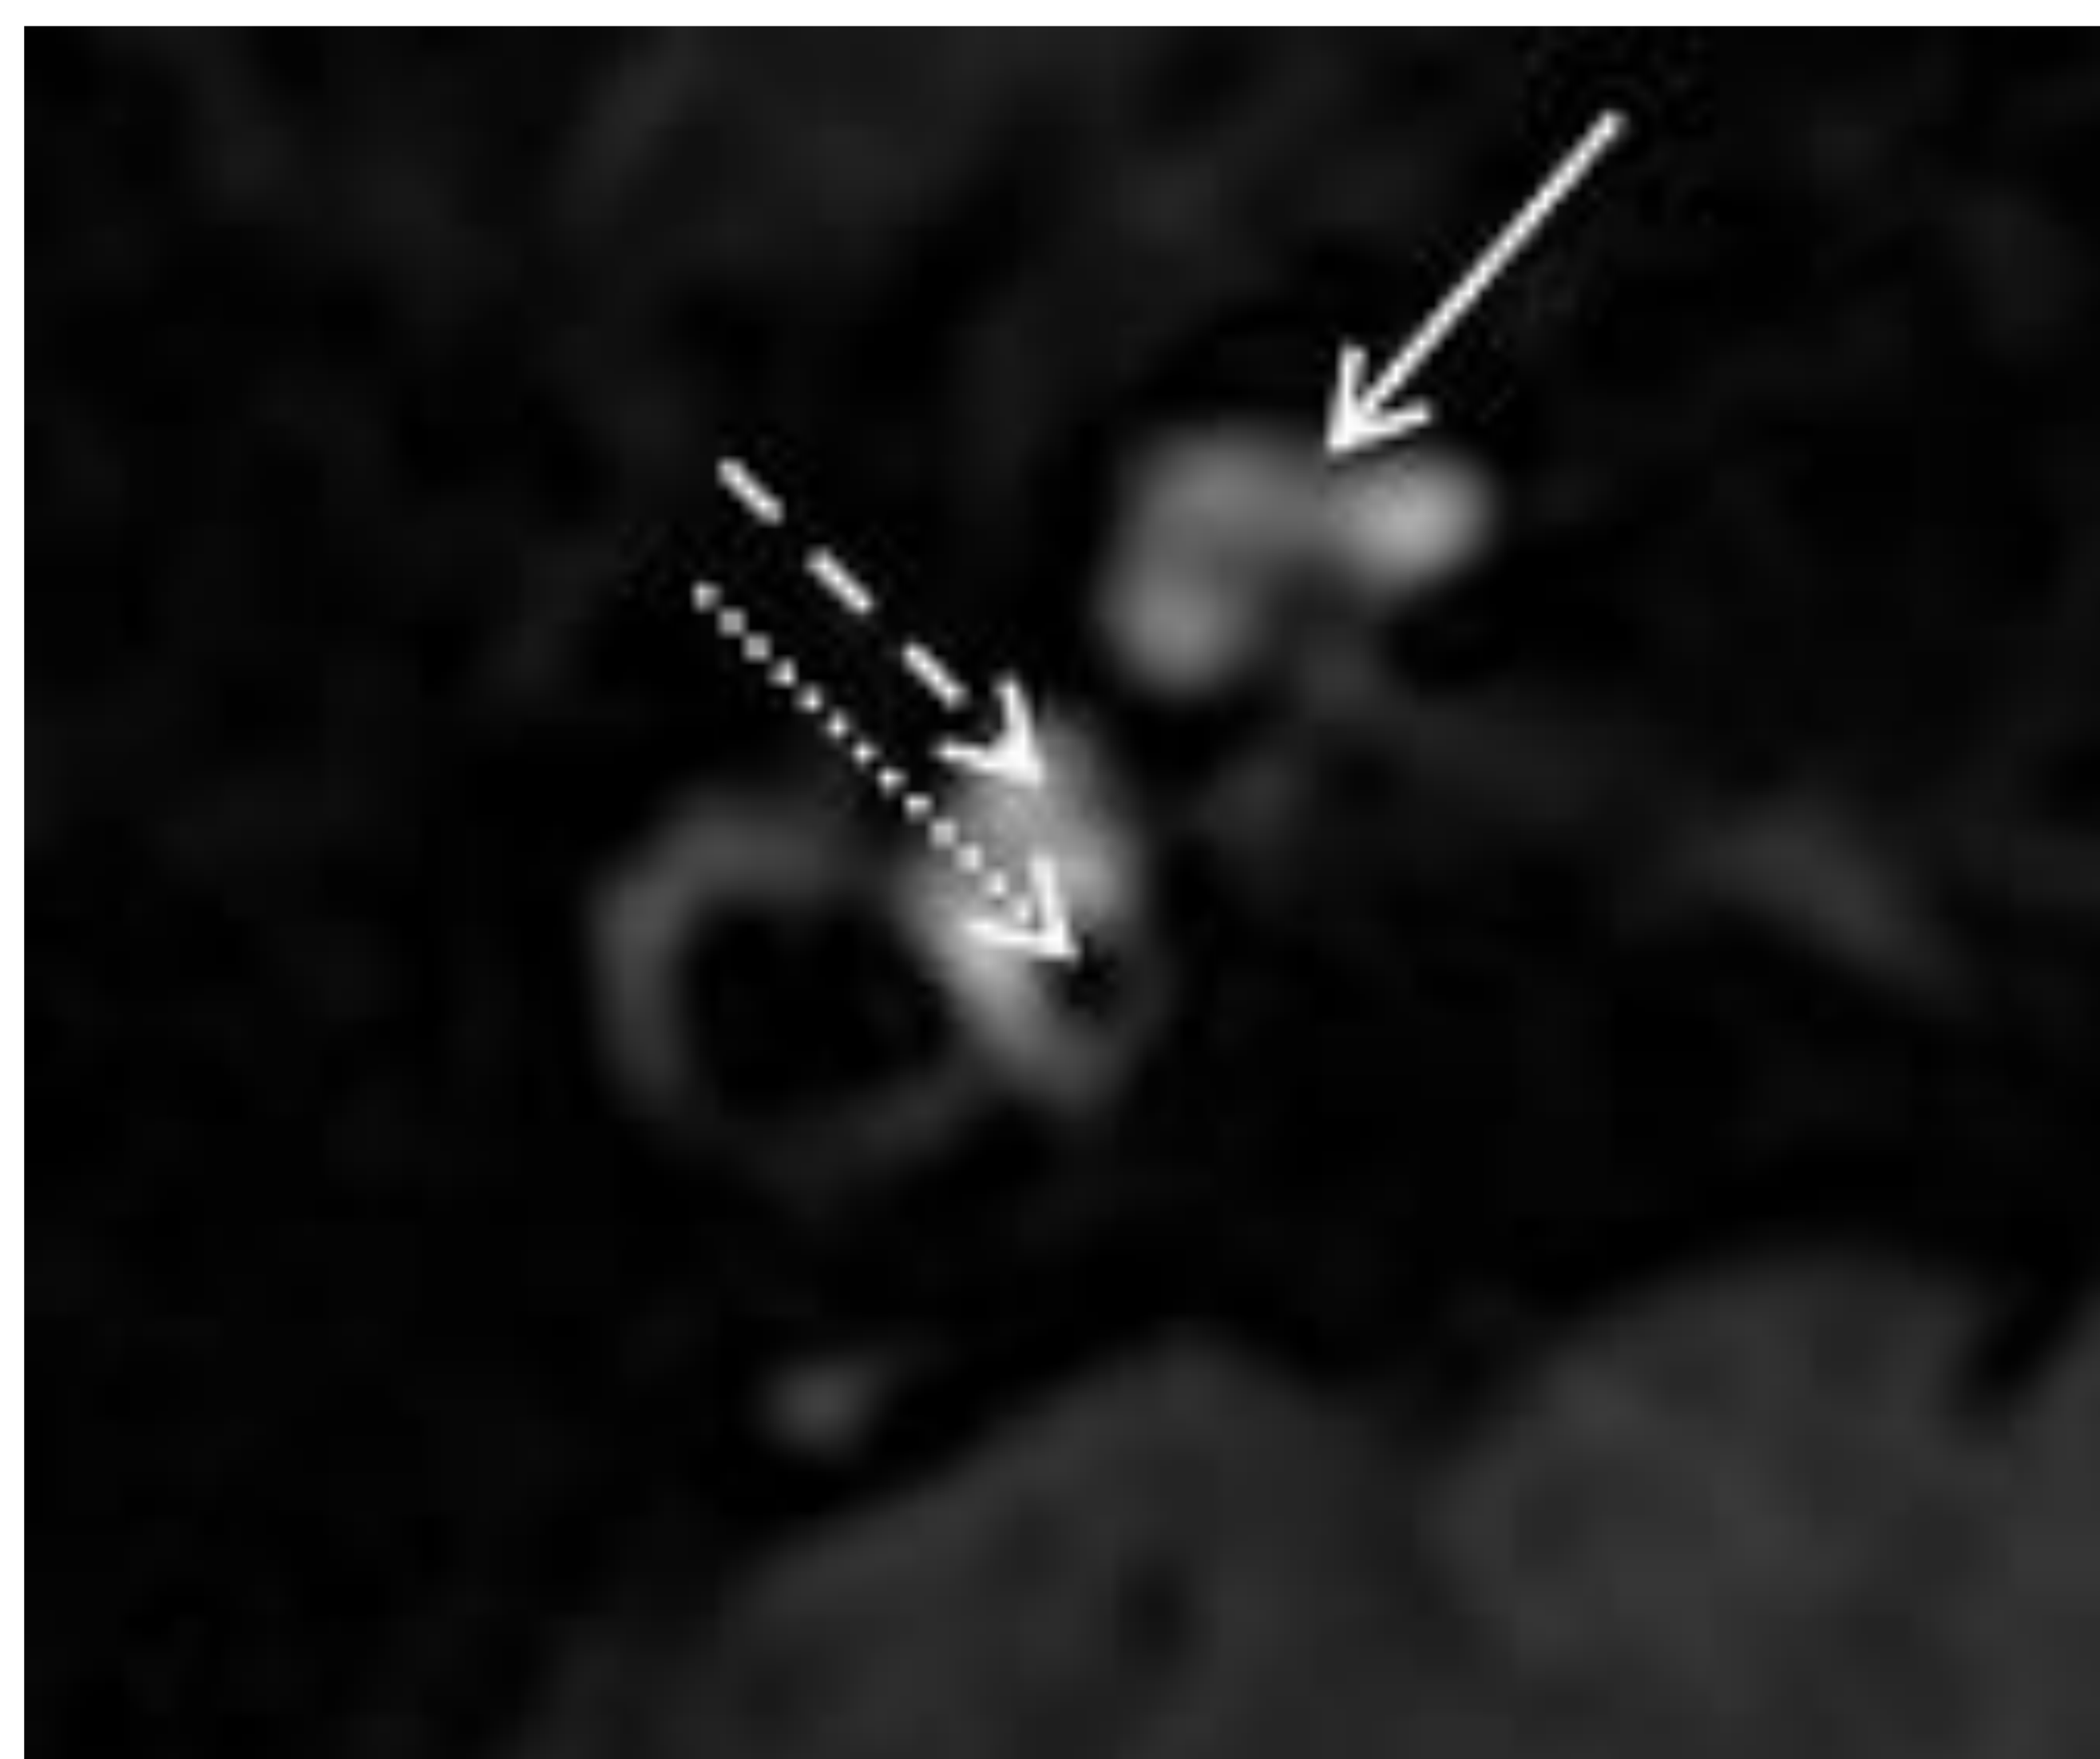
Secuencia 3D FLAIR centrada en oído derecho. Se identifica conducto coclear (flecha blanca) en el interior de la cóclea, sáculo (flecha discontinua) y utrículo (flecha punteada) en el interior del vestíbulo
